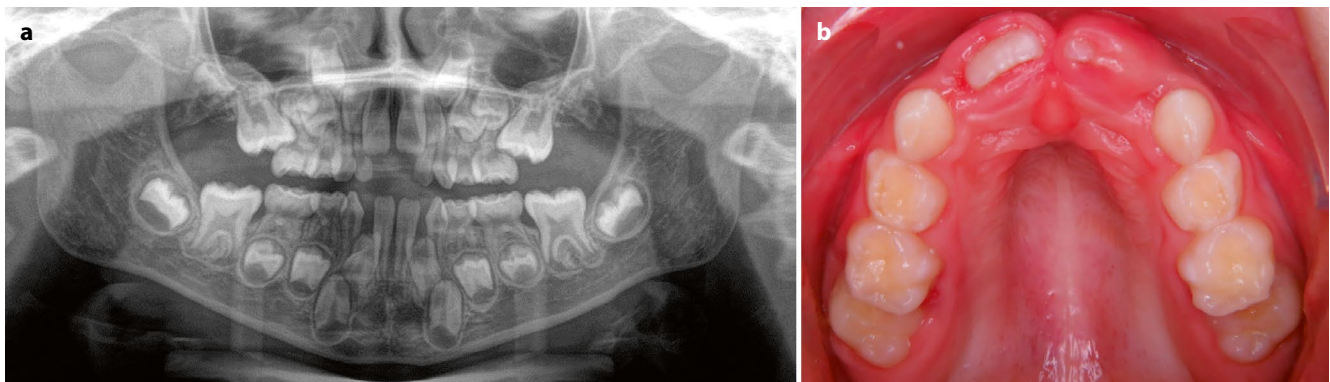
Orthopantomogramm (a) und okklusale Ansicht des Oberkiefers (b) einer 7,5-jährigen Patientin mit unterminierender Resorption an 55 und 65 mit Durchbruchsstörung von 16, 26
